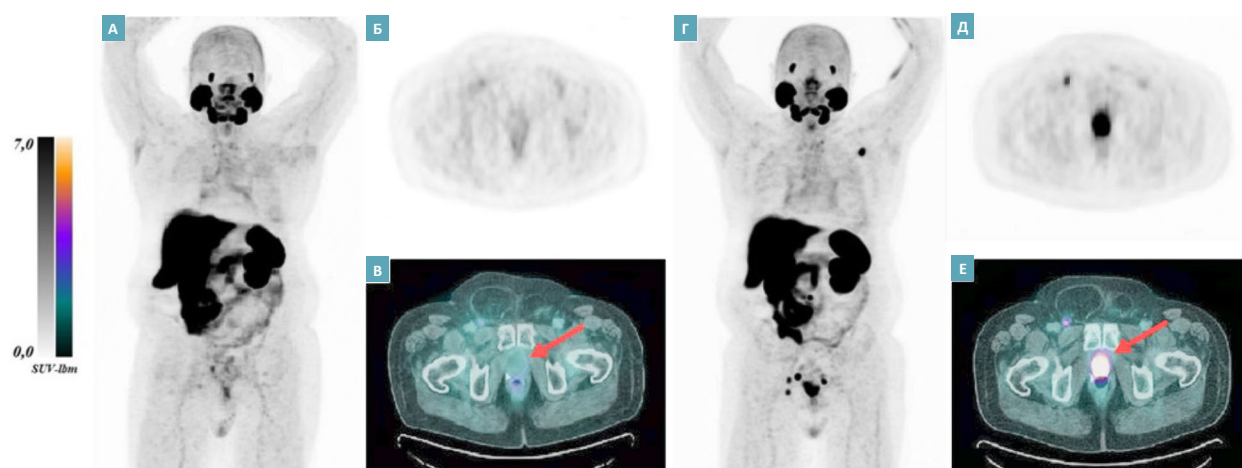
ПЭТ/КТ с [¹⁸F]ПСМА-1007 у пациента с РПЖ. На изображениях МИР и аксиальных томограммах ПЭТ и ПЭТ/КТ отмечается снижение уровня накопления [¹⁸F]ПСМА-1007 в полости мочевого пузыря (стрелки) до фонового при исследовании, выполненном с пероральной гидратацией (А-В) в сравнении с исследованием, проведенным ранее без гидратации (Г-Е).
